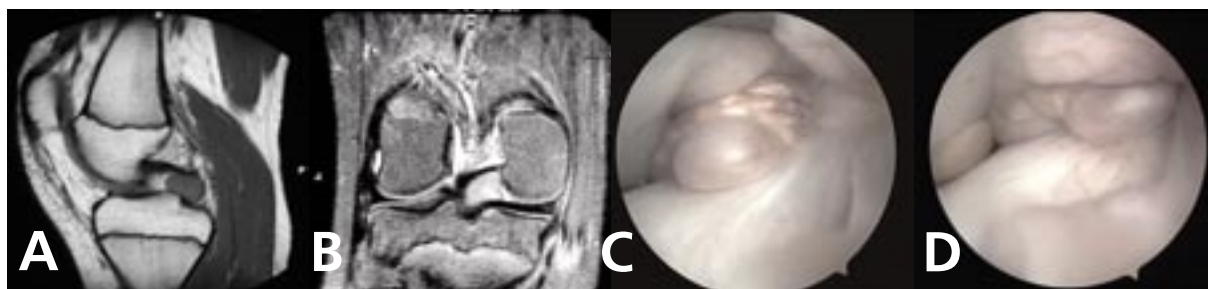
A y B: Tumor de células gigantes adyacente al LCP, aspecto por resonancia magnética; C y D: aspecto artroscópico.
